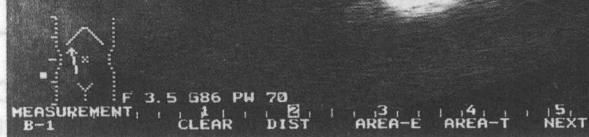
Ultrasonograma rinichiului polichistic. Rinichiul este mult mărit (lungimea 16 cm, lațimea 8,7 cm). Pretutindeni se pot observa chisturi de diferite dimensiuni (de la cățiva mm până la 4,8 cm în diametru). (Dr. Cracan A.)
